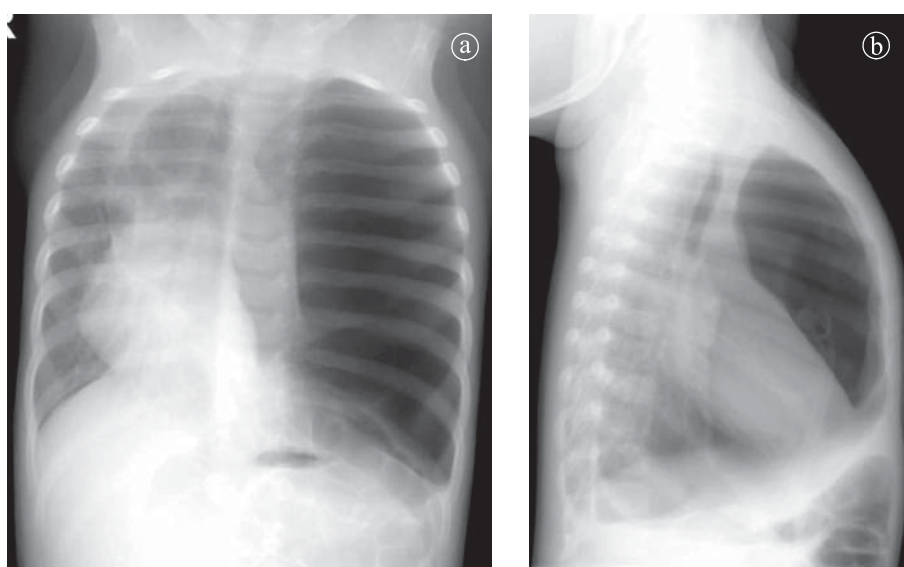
Pneumotorace compresiv. Radiografie toracică PA și LL. Pneumotorace stâng voluminos, sub tensiune, împingând mediastinul spre partea dreaptă.
